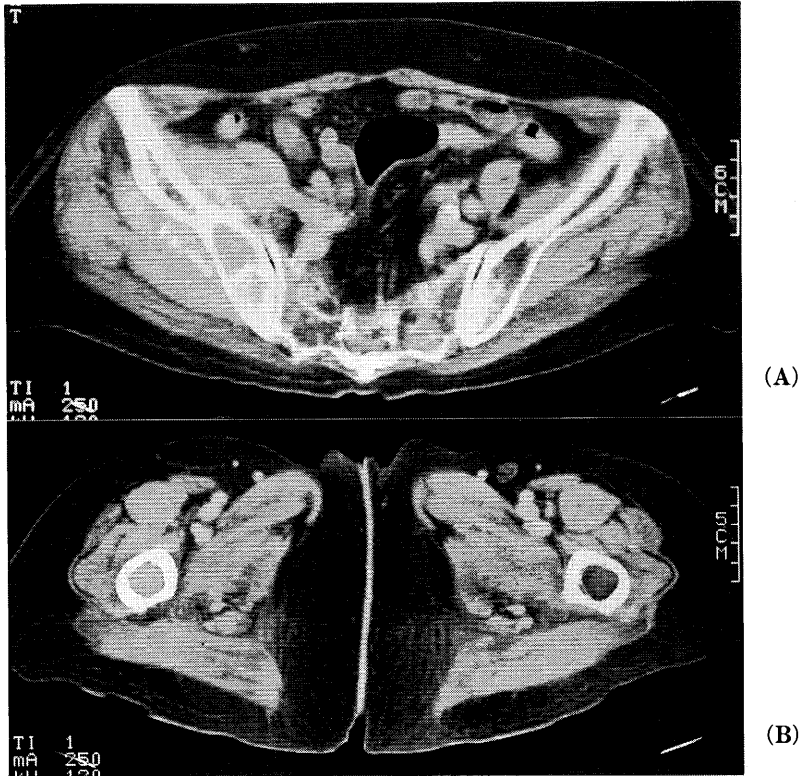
(A) A contrast-enhanced pelvic CT scan shows a soft tissue density mass, which is slightly and homogenously enhanced in the right iliac bone and surrounding soft tissues. However, its cortical bone is almost intact and no LN swelling is detected. (B) A contrast-enhanced femoral CT scan shows a soft tissue density mass in the right femur. However, its cortical bone appears to be intact.
